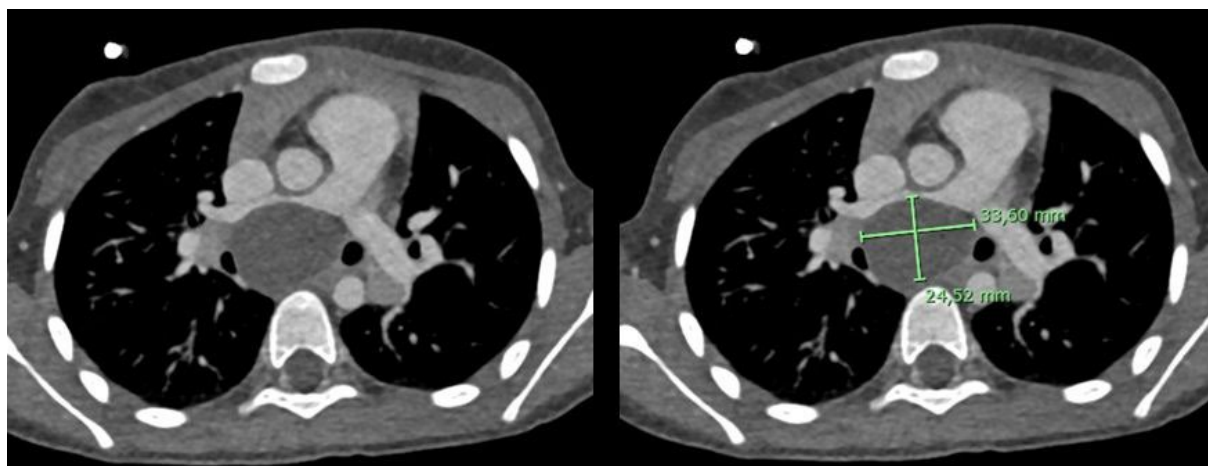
Immagini della TC del torace con mezzo di contrasto. Dopo somministrazione endovenosa di contrasto, la lesione, che misurava 34x25 mm, appare più evidente ma ancora ipodensa, come una lesione cistica. L'arteria polmonare destra e l'origine dei bronchi principali appaiono compressi dalla lesione.
